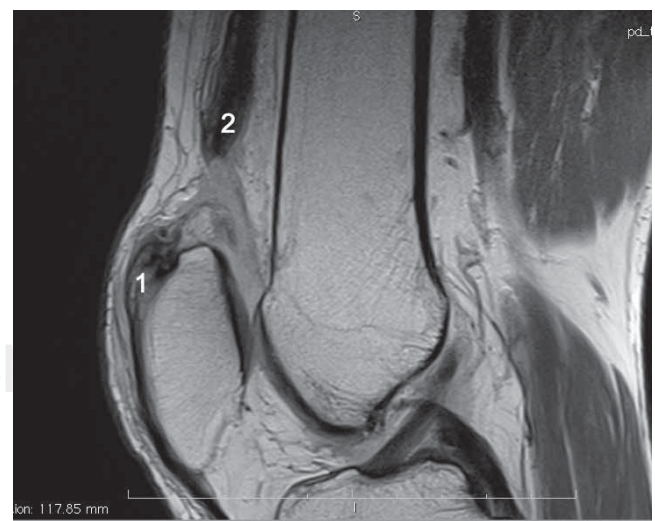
Imagen de resonancia magnética en T2 de corte sagital de la rodilla derecha donde se observa el osteofito formado en el polo superior de la rótula (1) y el tendón del cuádriceps retraído y con cambios degenerativos intrasustanciales (2).
